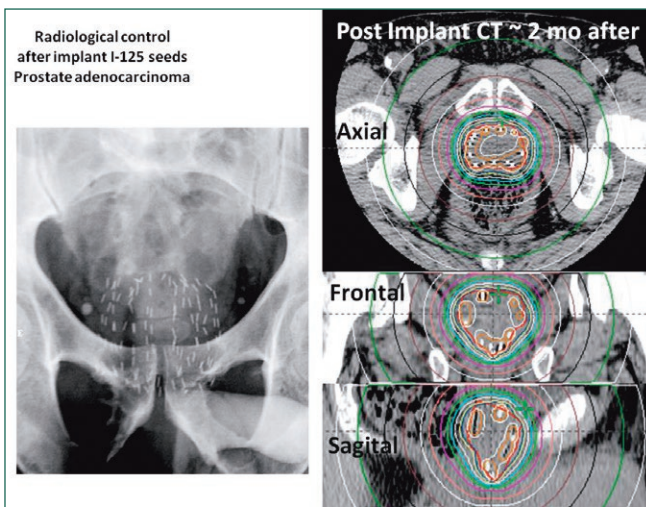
Control radiológico del implante de semillas de Iodo 125 en próstata: Rx anteroposterior inmediatamente después de la aplicación, tomografía dos meses después del implante.
